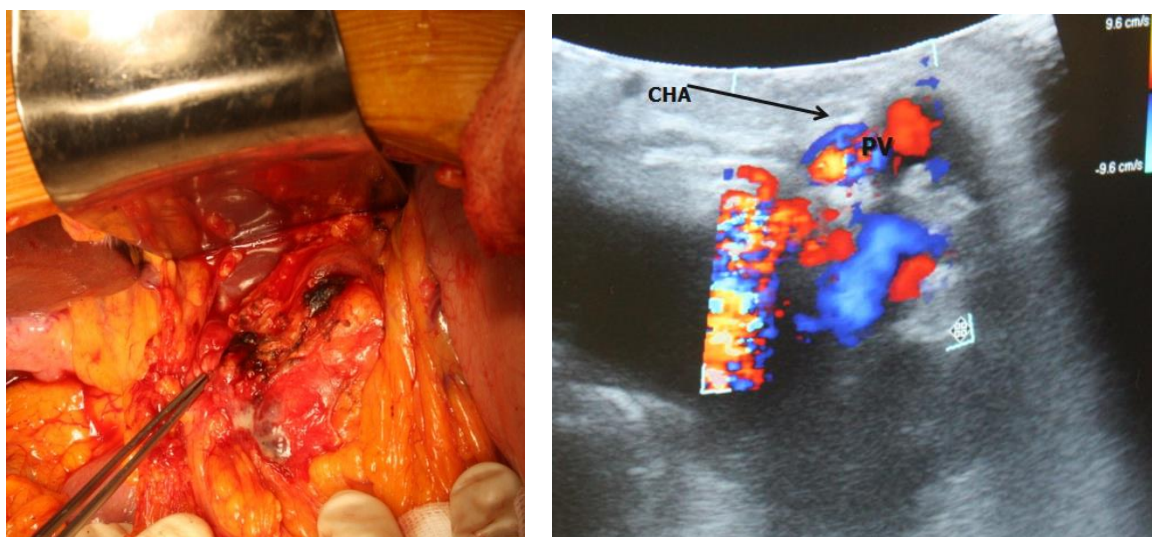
Больная С., 62 года. А. Этап интраоперационной ревизии. Верификация инвазии общей печеночной артерии и воротной вены. Б. Интраоперационное УЗИ. Подтверждена инвазия указанных сосудов.
